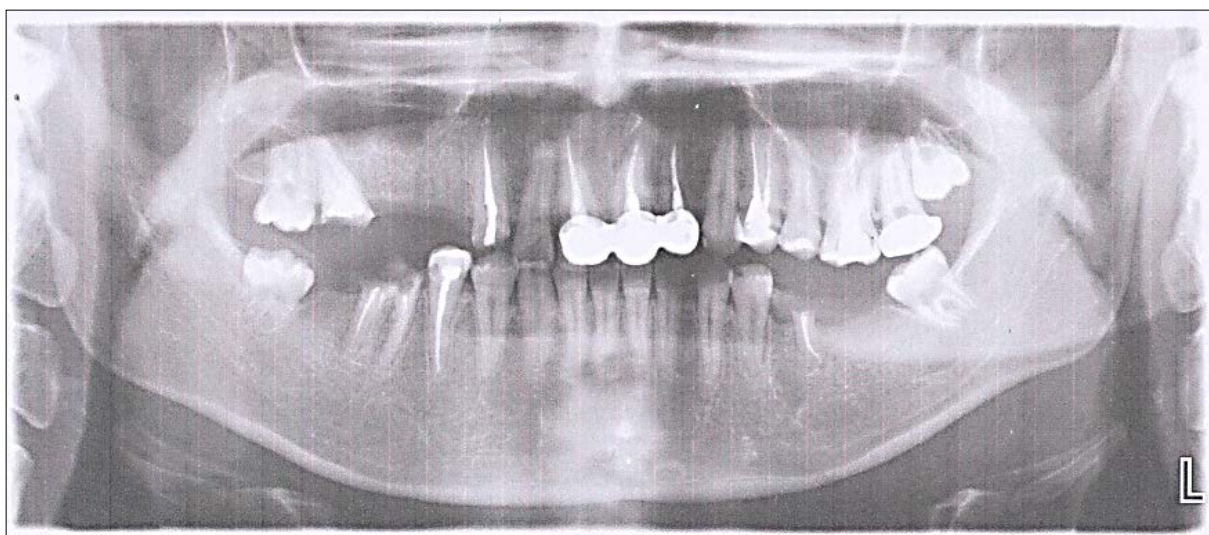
Рентгенологическая картина при генерализованном пародонтите лёгкой степени тяжести на фоне метаболического синдрома.
